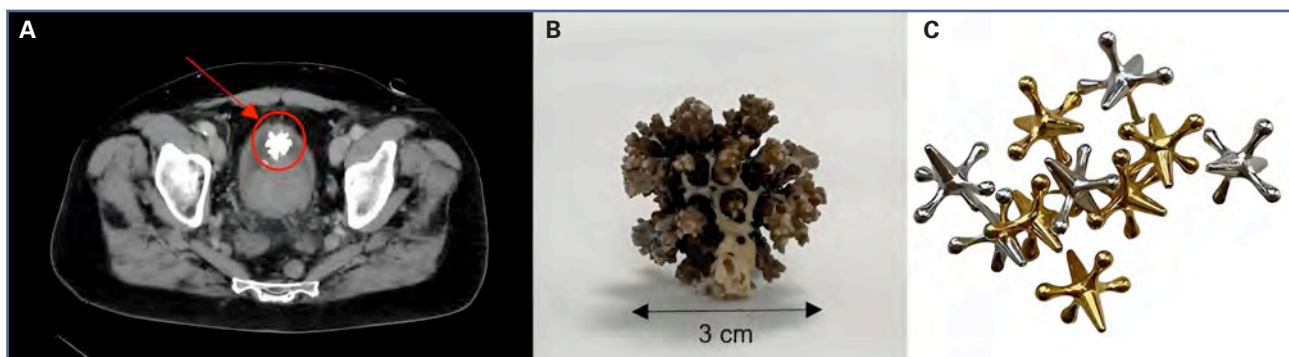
A. Imagen TC abdominopélvica B. Cálculo Jackstone recibido en laboratorio. C. Similitud co el juguete infantil Jacks.
